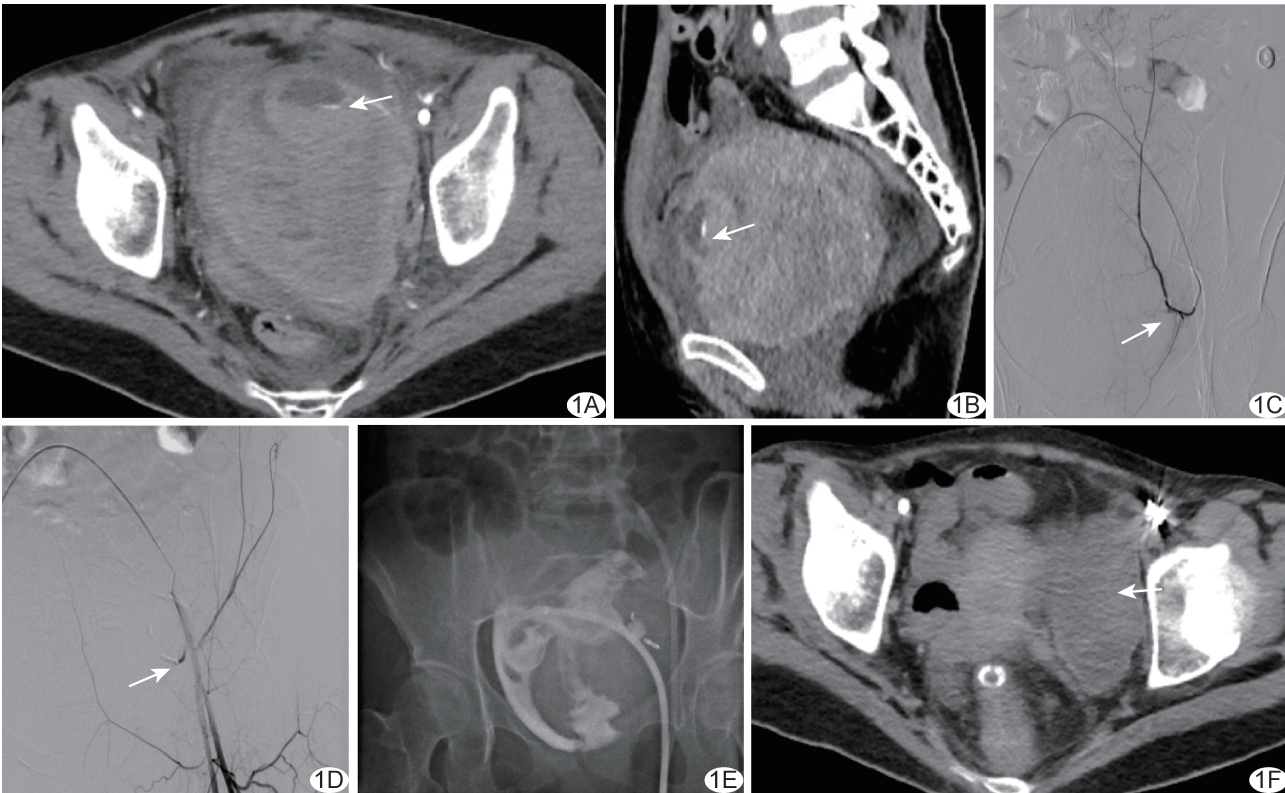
序号 9 患者,女,29 岁,重症肺炎、自发性Ⅲ型 RSH A、B.腹盆腔轴位(A)及矢状位(B)增强 CT 图示左侧腹壁下动脉对比剂外溢(箭); C、D.DSA 图示左侧腹壁下动脉近端对比剂外溢(箭),为出血责任动脉,以 GS 及 Coil 予以栓塞; E.穿刺 RSH 并置管引流; F.治疗后 1 个月,盆腔轴位平扫 CT 图示 RSH(箭)较前明显缩小
